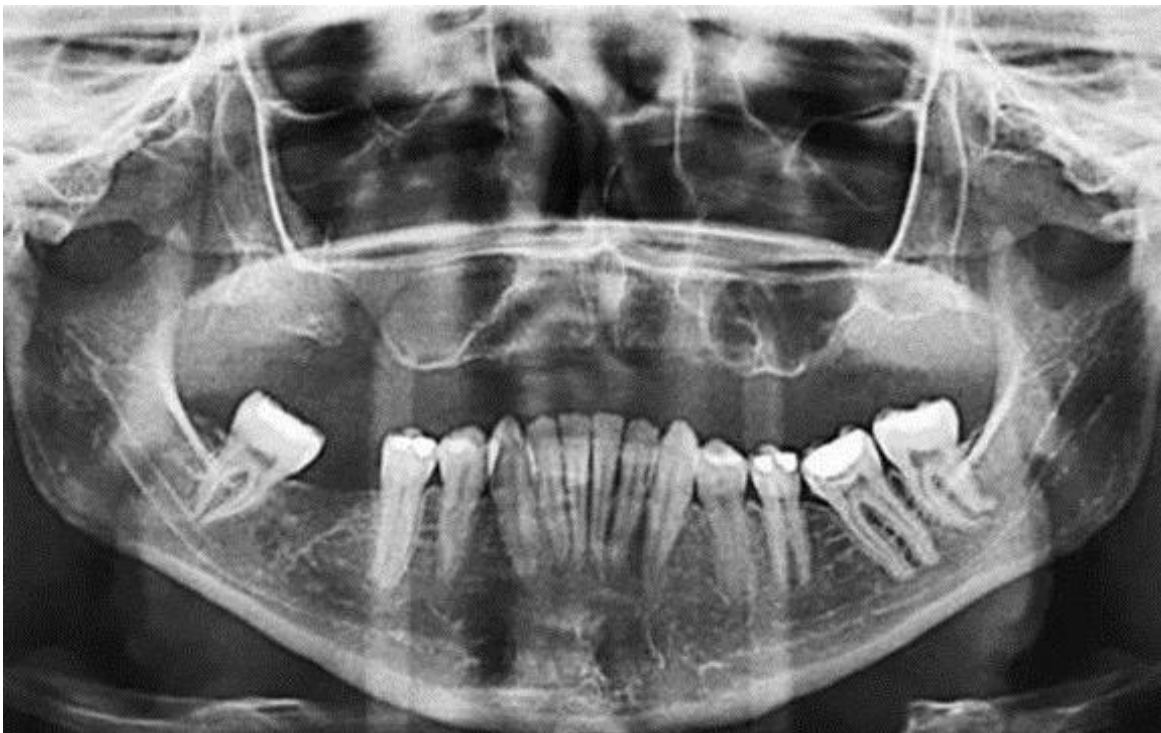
Radiografia panorâmica evidenciando o velamento do seio maxilar direito e descontinuação do osso do maxilar correspondente ao elemento dentário 16. (Imagem retirada de: Tratamento de uma COA, com utilização de retalho e o CAB: Relato de caso clínico. Arch Healt. Araujo-Junior et al., 2018).
